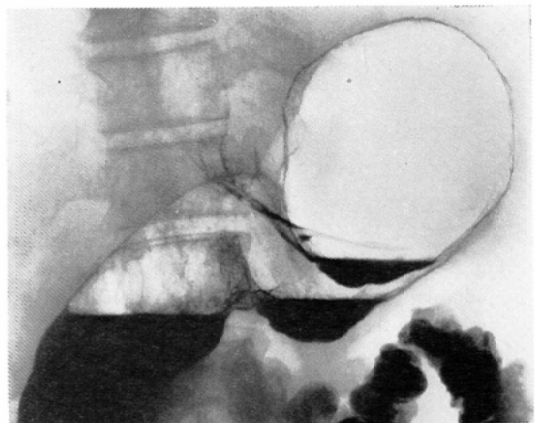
Case 2: X-ray picture taken after 5850 rad irradiation with concomitant administration of 14 g of 5-FU, indicating remarkable reduction in passage disturbance.
